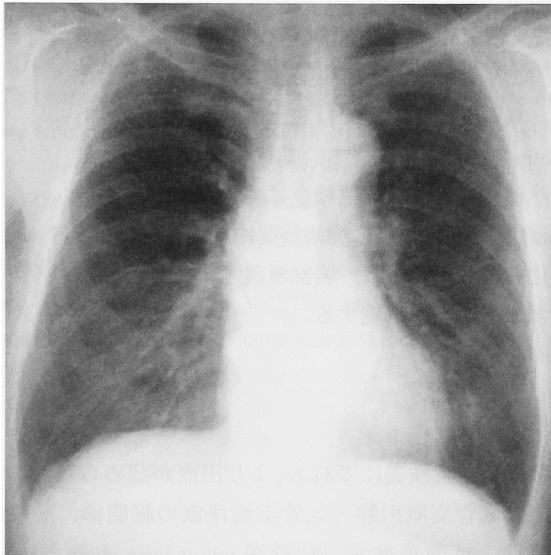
Chest X-ray film on initial examination has no findings.
